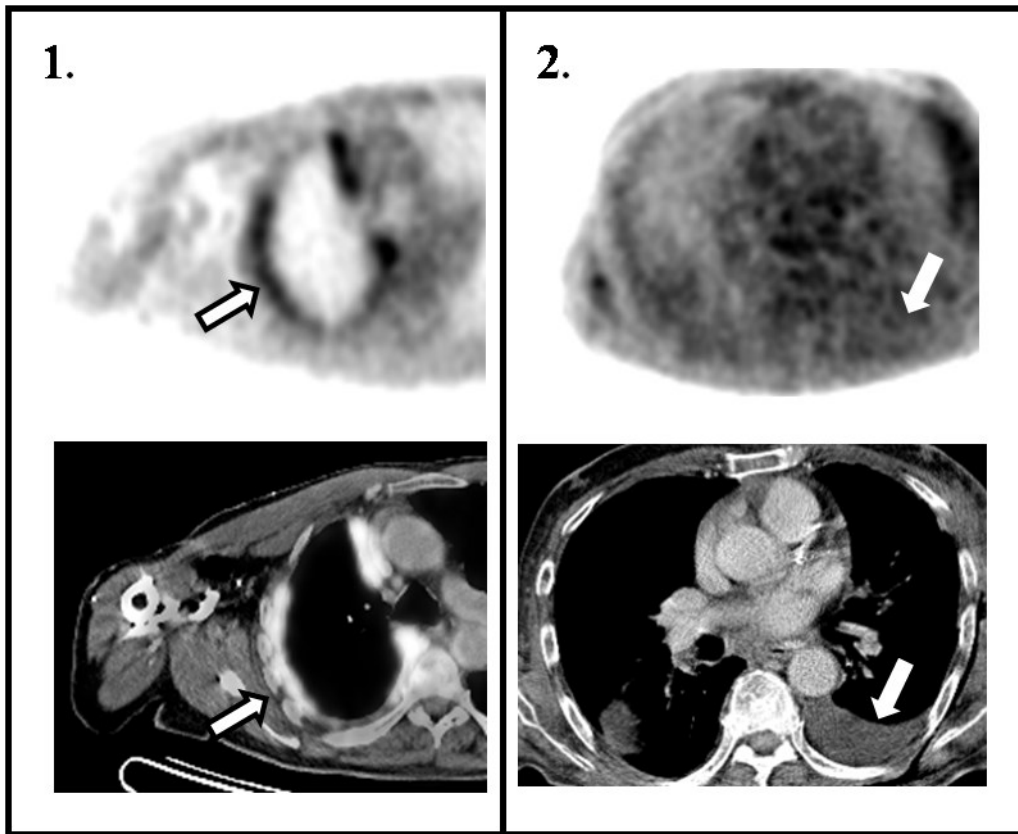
FDG-Anreicherung in einem Pleuraerguss im Single-Time-Point PET/CT-Verfahren. 1. nicht-kleinzelliges Bronchialkarzinom (NSCLC) und ein maligner Pleuraerguss mit intensiver FDG-Speicherung; 2. nicht-kleinzelliges Bronchialkarzinom (NSCLC) - Zelltypus Plattenepithelkarzinom - und ein benigner Pleuraerguss mit moderater FDG-Speicherung.
